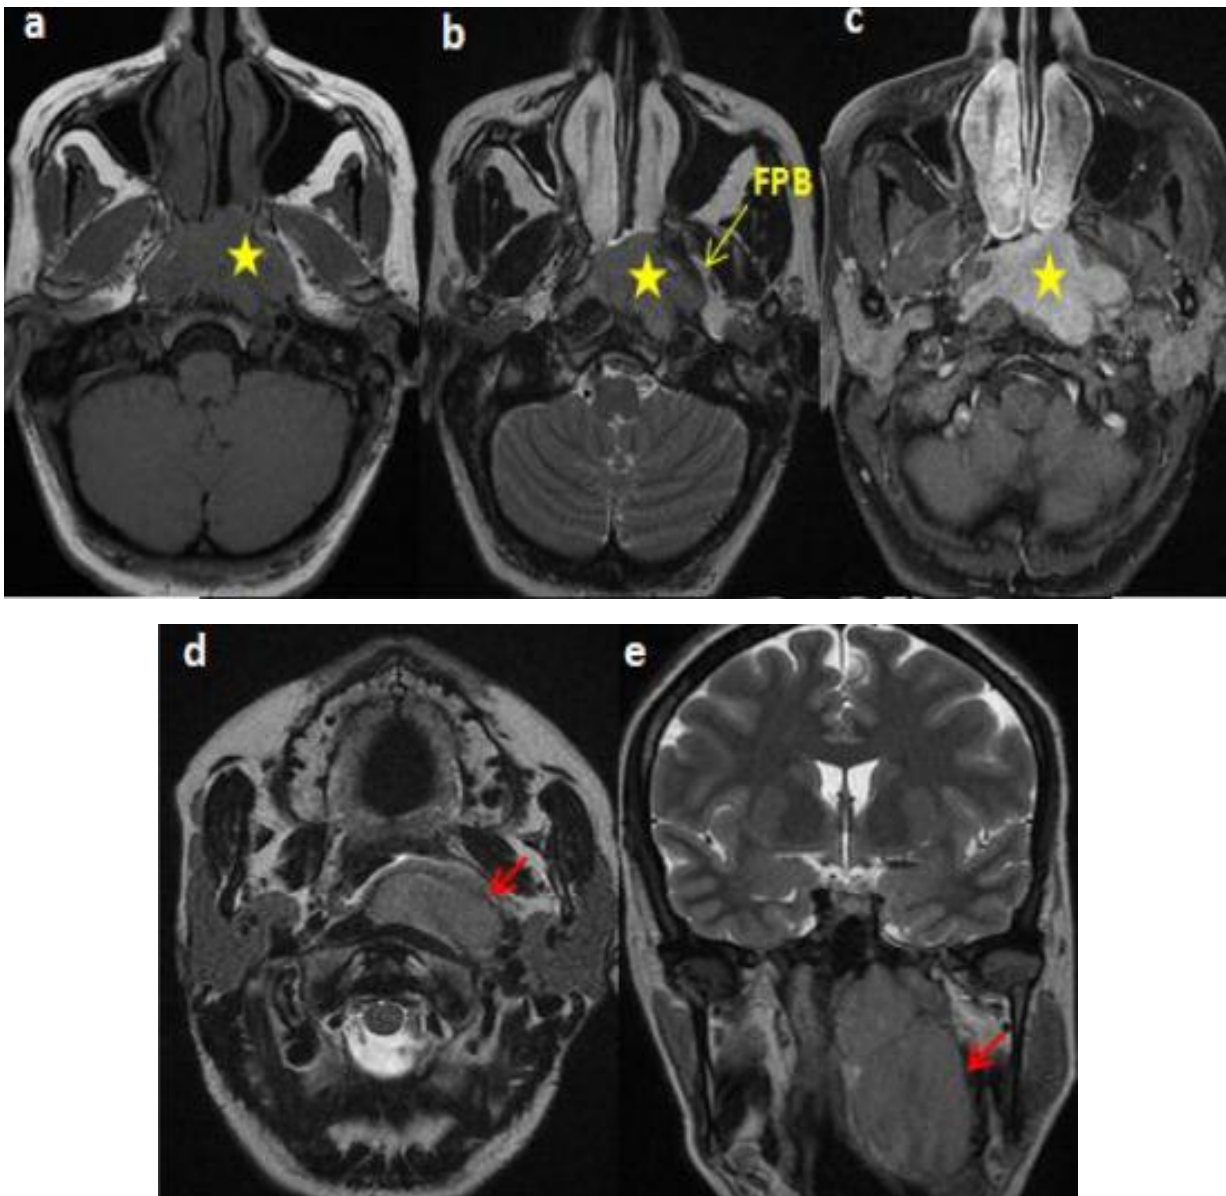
IRM du cavum en coupes axiales T1(a), T2 (b,d), T1injecté (c) et coronale T2 (e).
